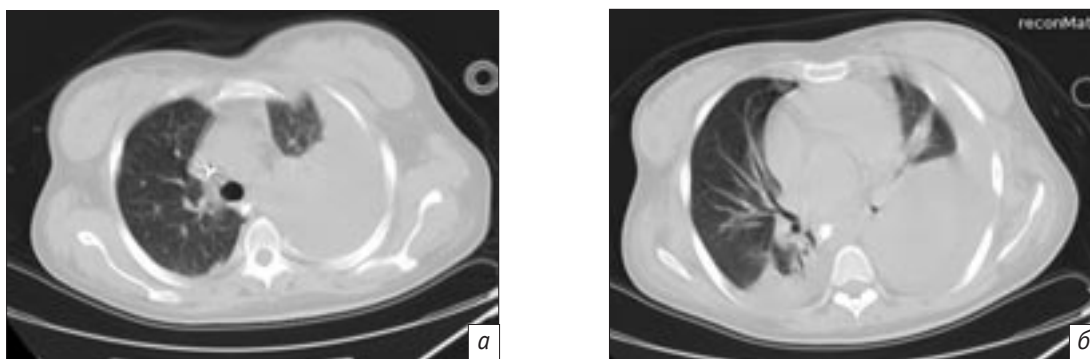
Компьютерные томограммы органов грудной клетки: наблюдается КТ-картина двустороннего гидроторакса с субтотальной компрессией левого легкого (а, б)
